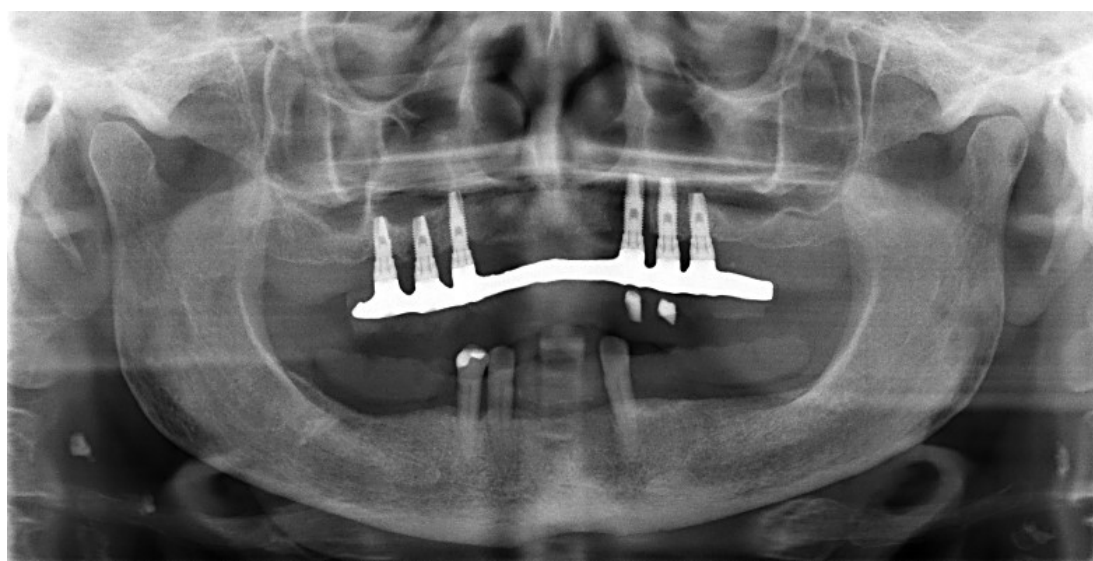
Ortopantomografia realizada na Clínica Universitária Egas Moniz (CUEM), em 2016 a uma paciente do sexo feminino com 64 anos de idade, na qual é possível visualizar várias calcificações bilaterais da artéria carótida.
